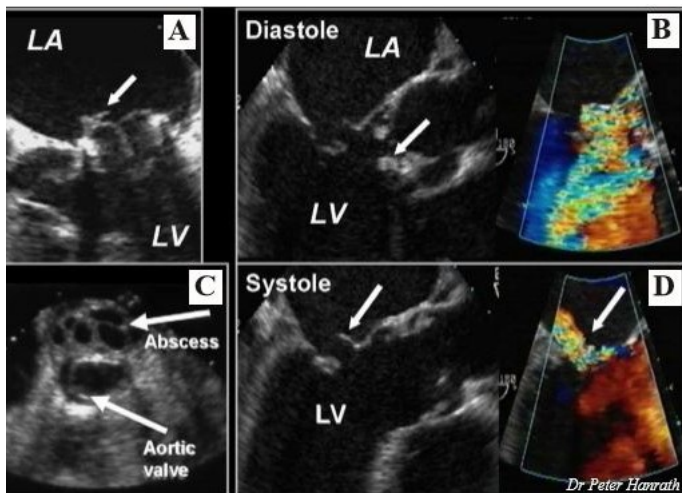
Die Transösophageale Echokardiographie erlaubt u.a. die Darstellung spezieller Strukturen des Herzens
